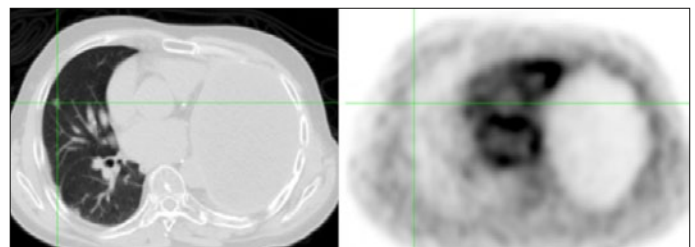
a,b: 08/16 sehr gute bzw. Vollremission mit nur noch kleinem Lungenmetastasen-Fibrose-Rest ohne FDG-Speicherung; siehe jeweils das Fadenkreuz, links: im PET-CT, rechts: im PET
